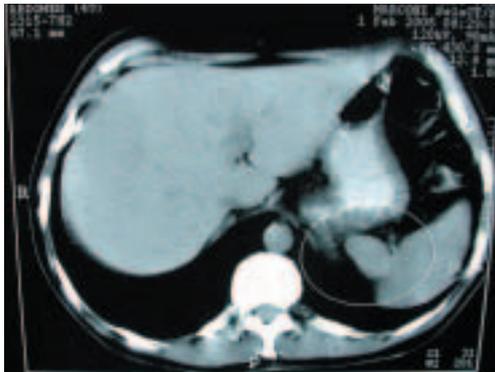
Tomografía computarizada de abdomen con agrandamiento de la glándula suprarrenal izquierda.
